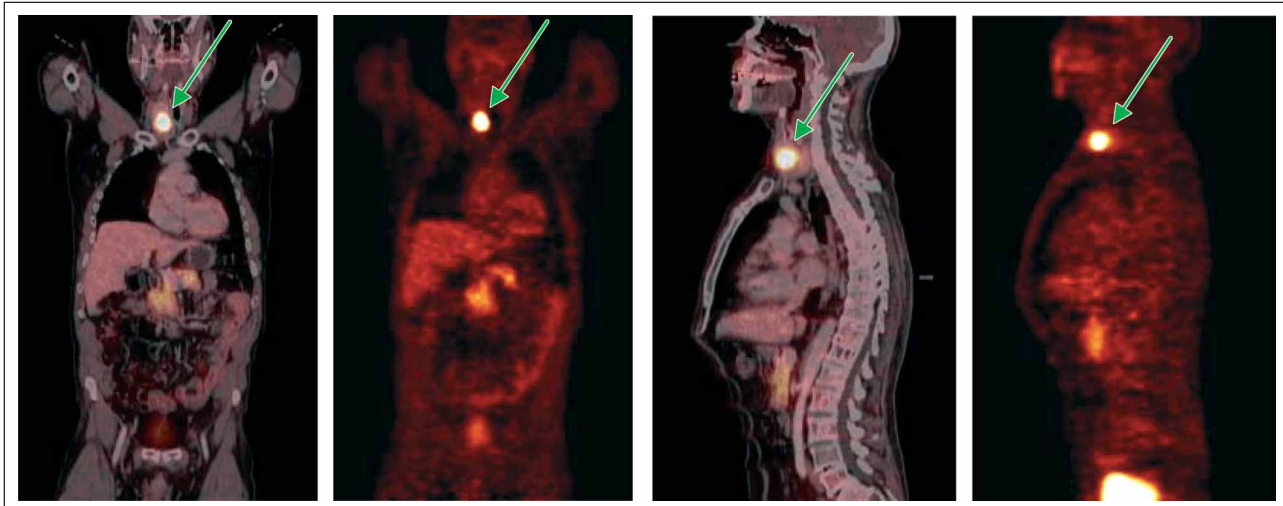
Visualisierung eines MTC mittels ^{18}F -DOPA-PET/CT.
